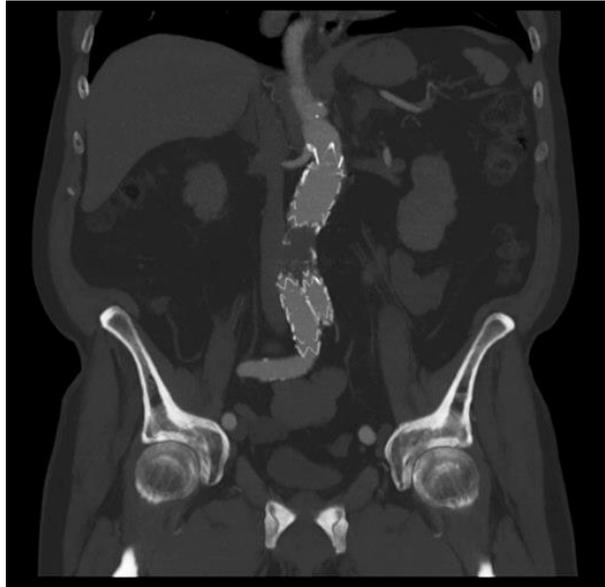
CT-Angiographie im Knochenfenster mit Darstellung des Blutflusses im Aortenstent anhand des intravenös injizierten Kontrastmittels.
